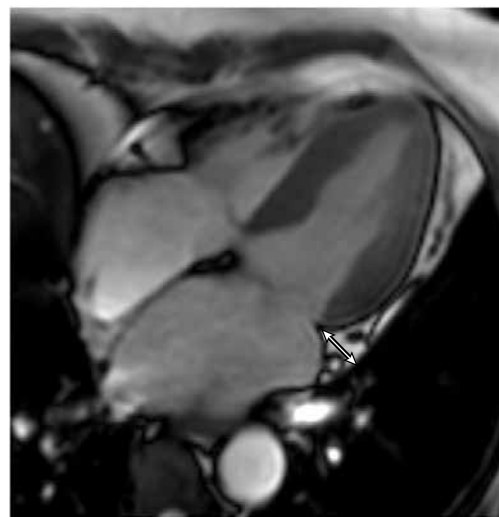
Измерение тЭЖТ с помощью МРТ в атриовентрикулярной борозде в конце диастолы [34].
